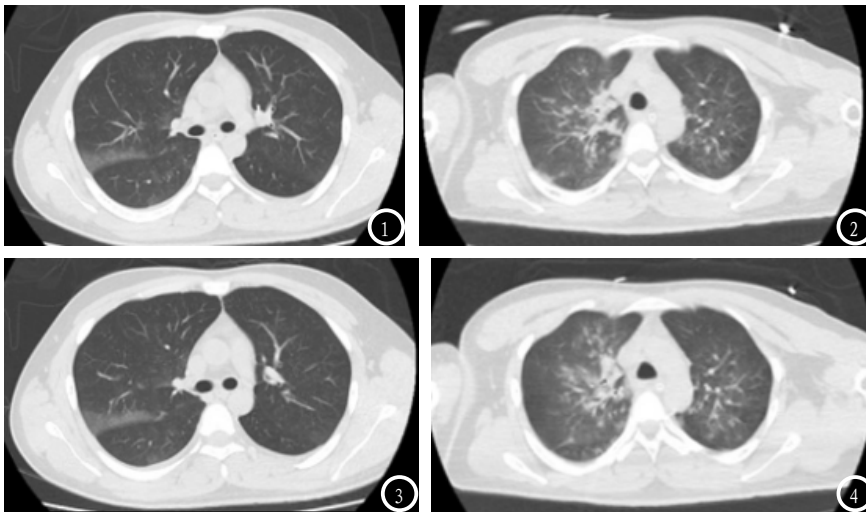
俯卧下机械通气前后胸部CT图像图1为机械通气前,图2为机械通气48h后。图3-4 仰卧下机械通气前后胸部CT图像图3为机械通气前,图4为机械通气48h后。
